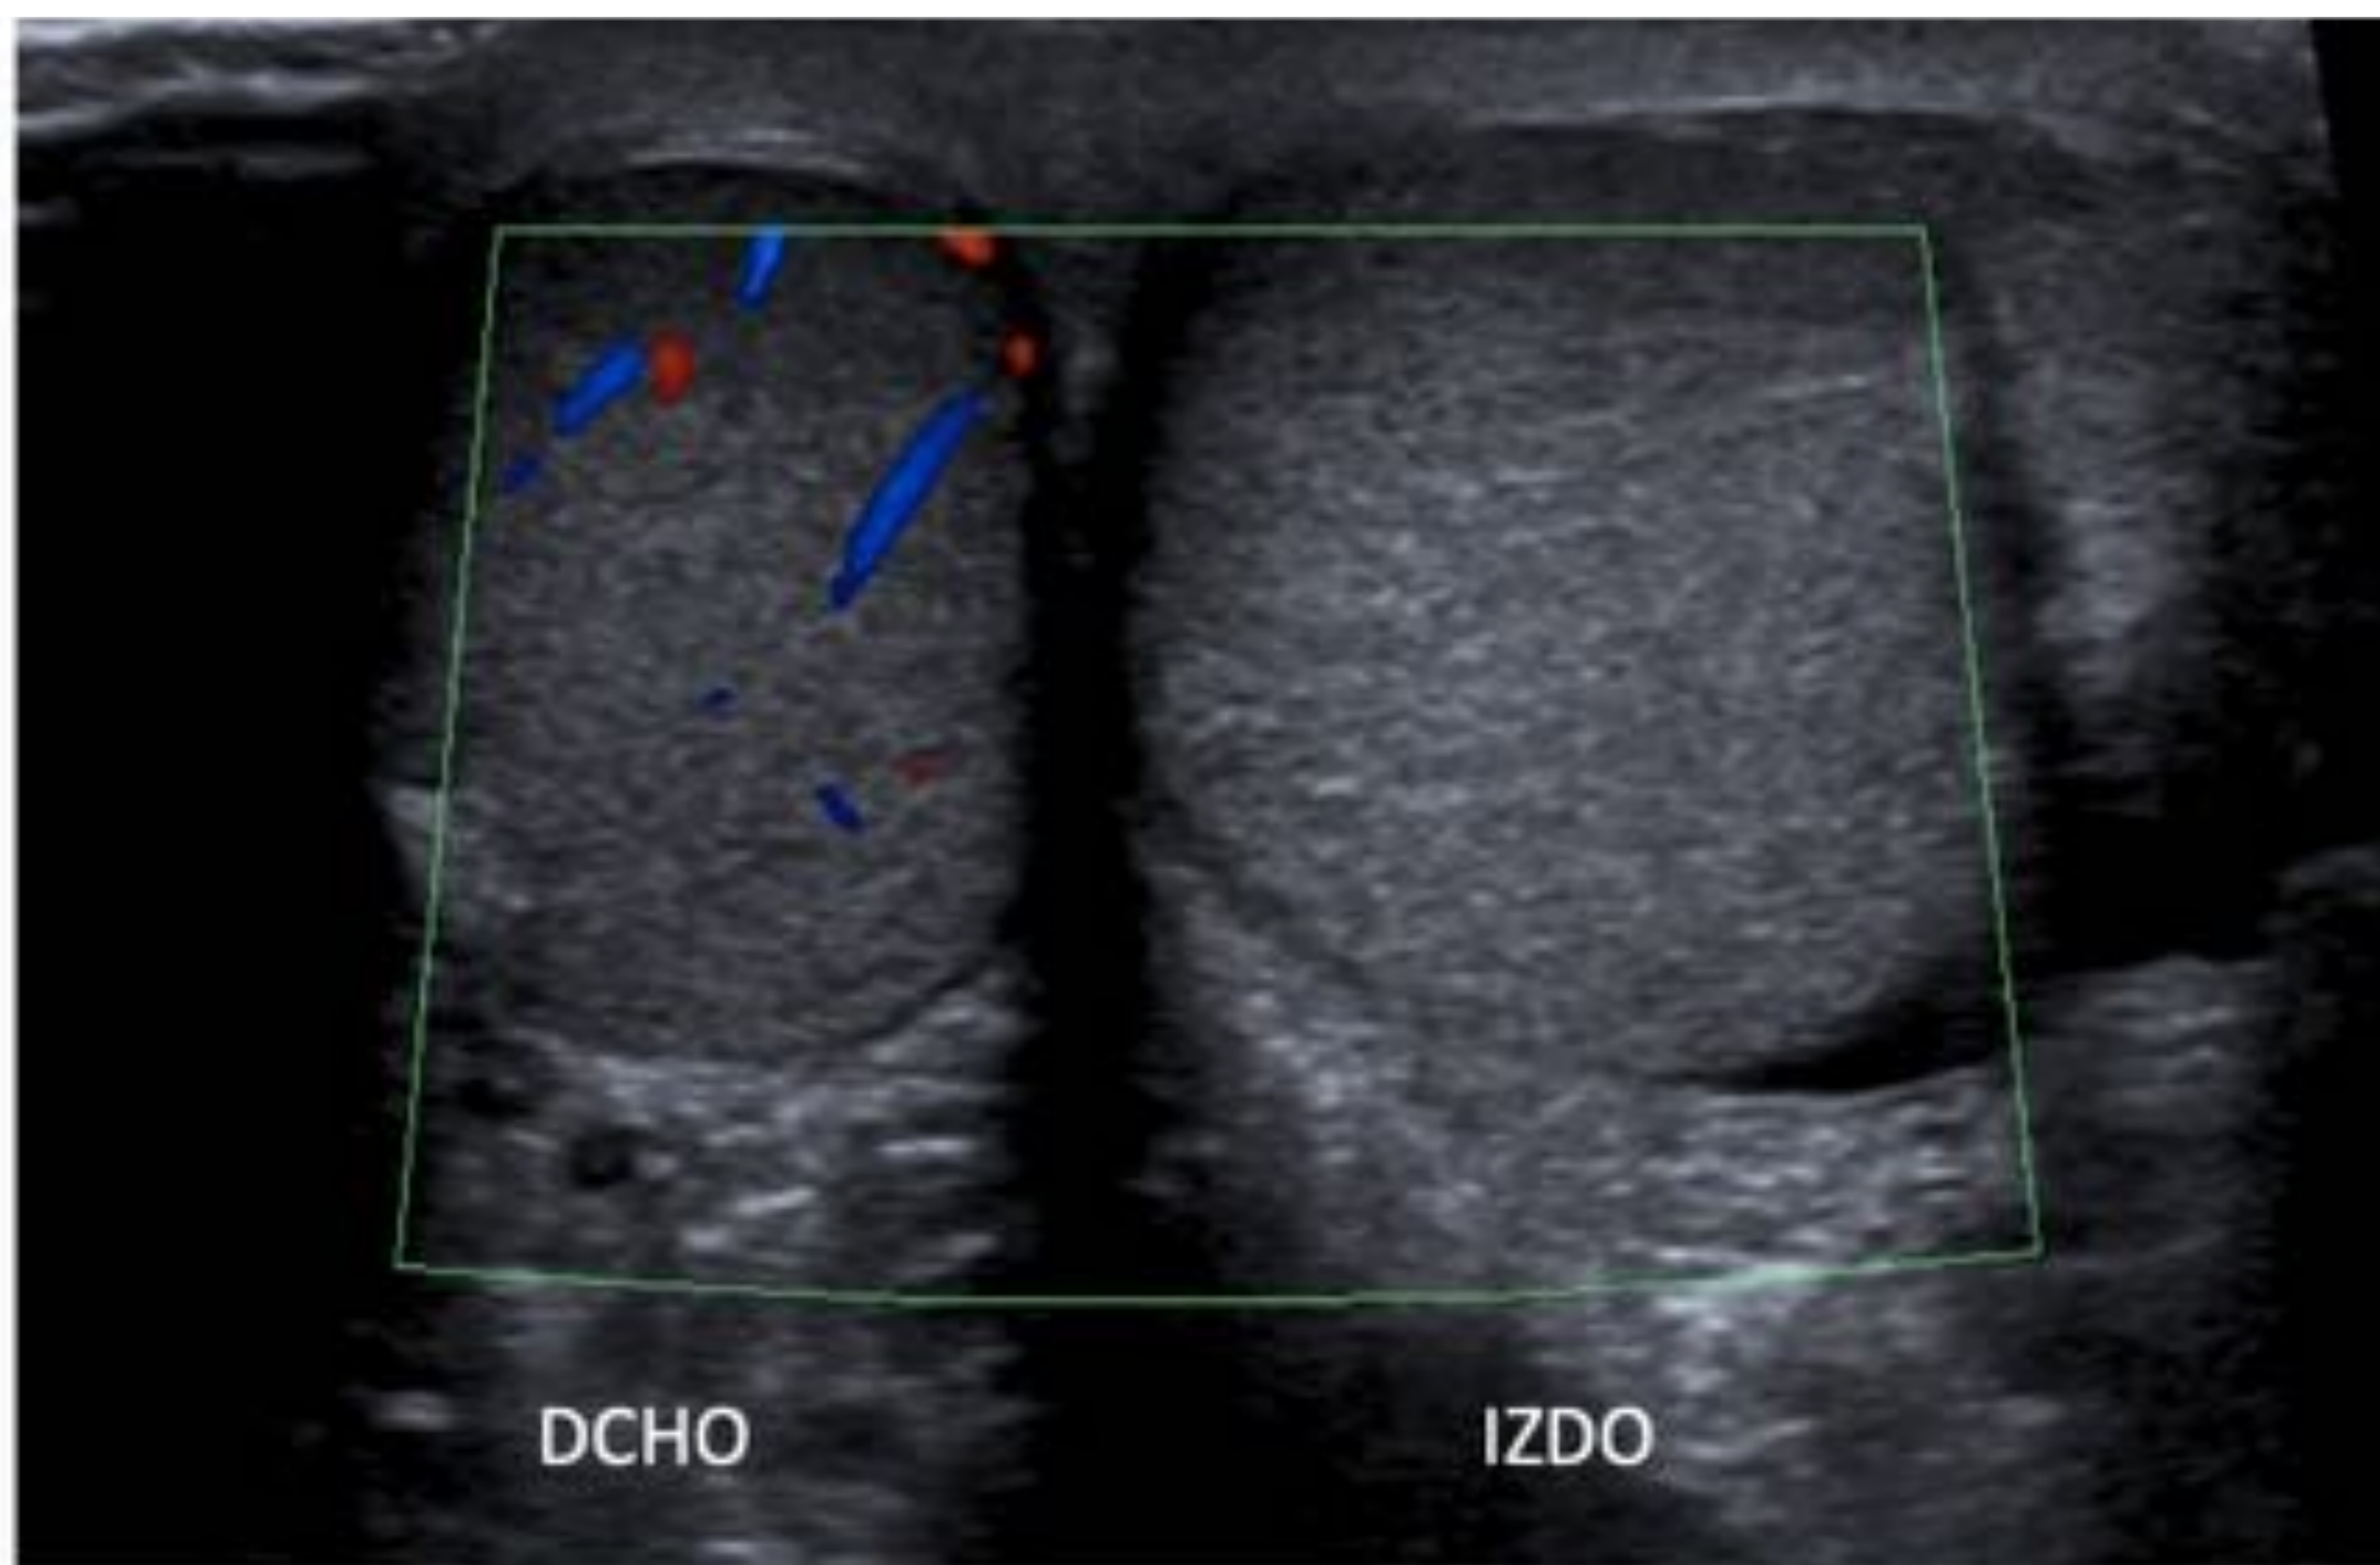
Torsión testicular. Ecografía en modo Doppler color comparativa en corte transversal de los testículos, donde se observa el testículo izquierdo (IZDO) horizontalizado con moderado aumento de tamaño y ecogenicidad similar al testículo contralateral sin identificar vascularización.
